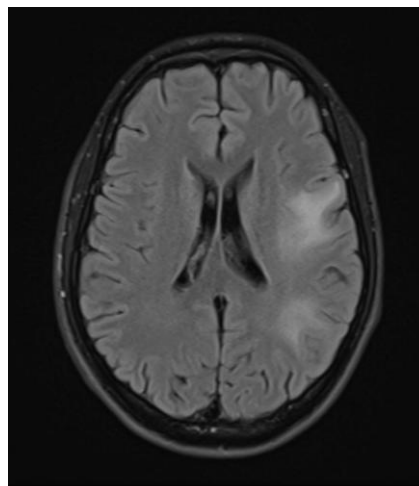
Resonancia magnética de encéfalo en corte axial con imagen ponderada en T2, (realizada luego de tres semanas de tratamiento). No se evidencian imágenes nodulares, se observa edema vasogénico.
